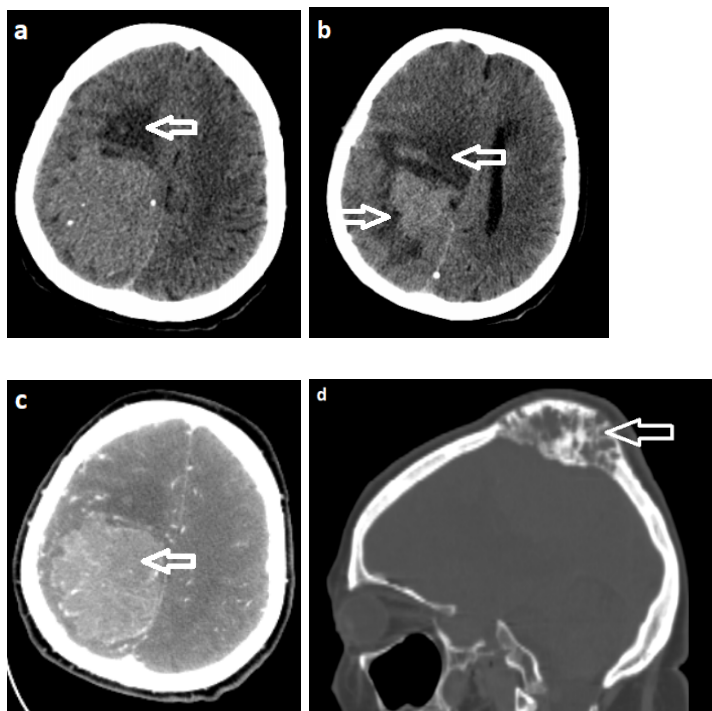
СКТ головного мозку пацієнтки К. 56 років із анапластичною менінгіомою 3 ступеня злоякісності. (а) та (b): нативні зображення СКТ головного мозку демонструють виражений перитуморальний набряк (біла стрілка). (с) представлено СКТ головного мозку із контрастуванням. Гетерогенність зображення пов'язано із ознаками інтратуморального некрозу (біла стрілка). Зображення (d) СКТ в кістковому режимі демонструє ознаки деструкції прилеглої кістки із екстракраніальним розповсюдженням менінгіоми.
